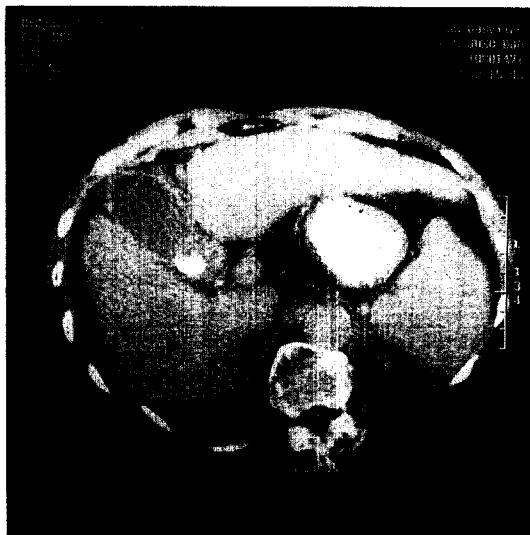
Abdominal CT showed atrophy of the liver, splenomegaly and multiple GB stones without ascites.
